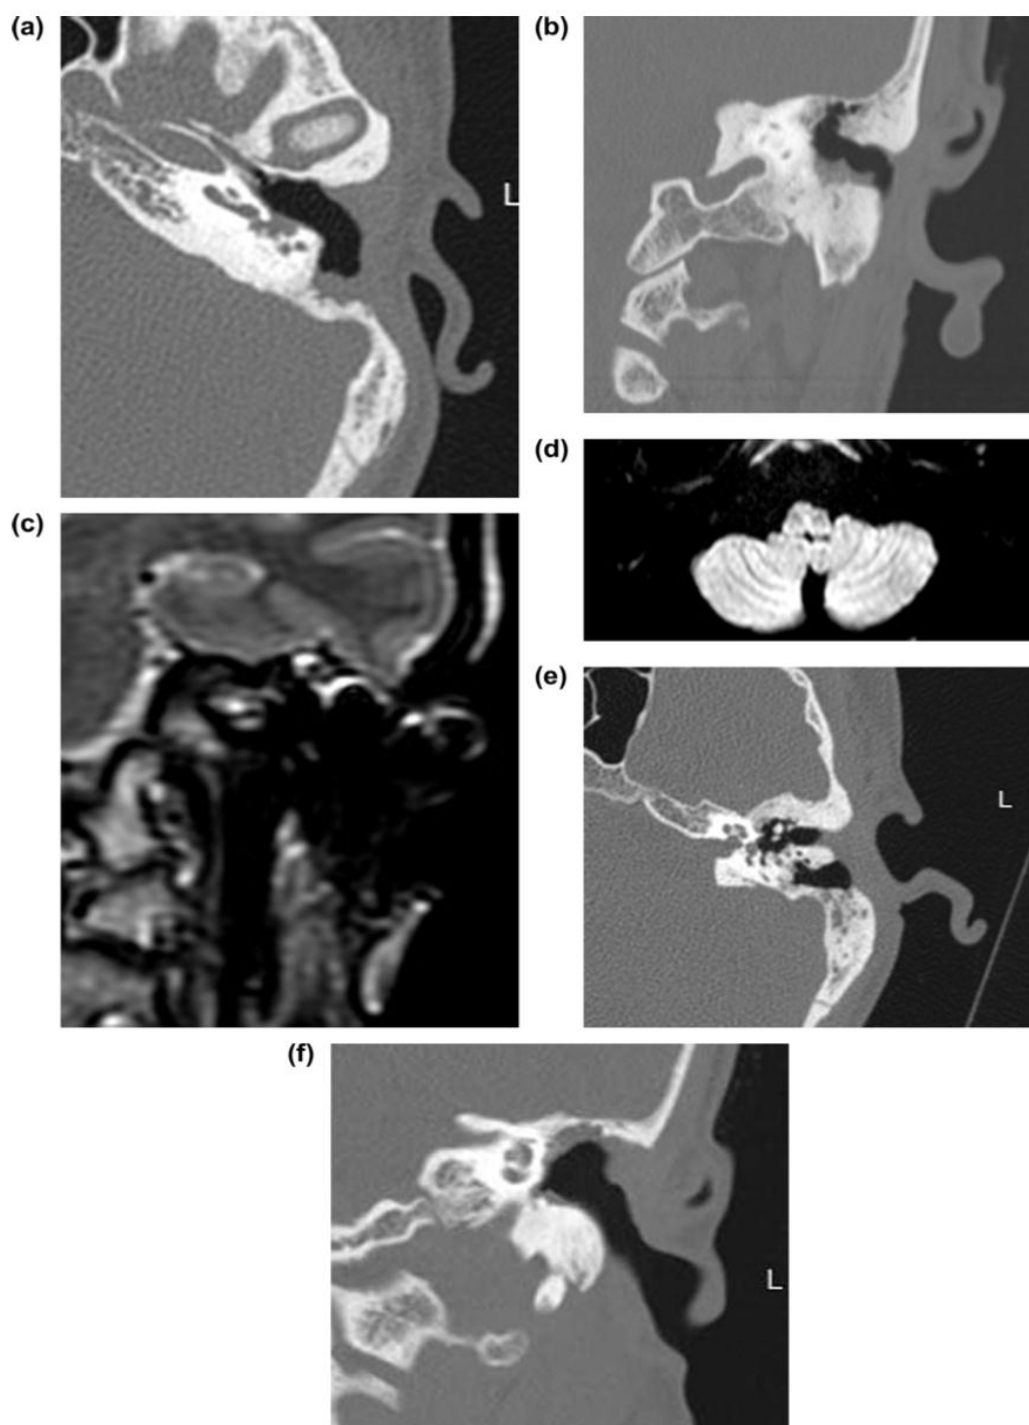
Un patient de 45 ans a subi une mastoïdectomie du côté gauche et a été référé 15 mois plus tard en raison d'un mal d'oreille et d'un écoulement, les tomodensitométries axiale (a) et coronale (b) ont montré une lésion irrégulière érosive des tissus mous dans le lit opératoire, L'IRM T2 coronale (c) et l'IRM DWI (d) ont montré un léger épaissement irrégulier de la muqueuse dans le lit opératoire, sans restriction de diffusion, représentant probablement un tissu de granulation infecté. Après un traitement conservateur, les tomographies axiales (e) et coronales (f) de suivi ont montré une régression du processus inflammatoire, excluant la possibilité d'un cholestéatome récidivant.^{liii} [52]
